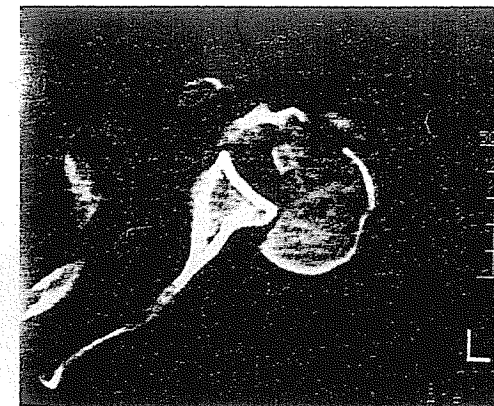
La TAC es una valiosa ayuda en las fracturas pluri-fragmentarias para valorar el pronóstico de la lesión, así como la presencia de una luxación sobreañadida.
